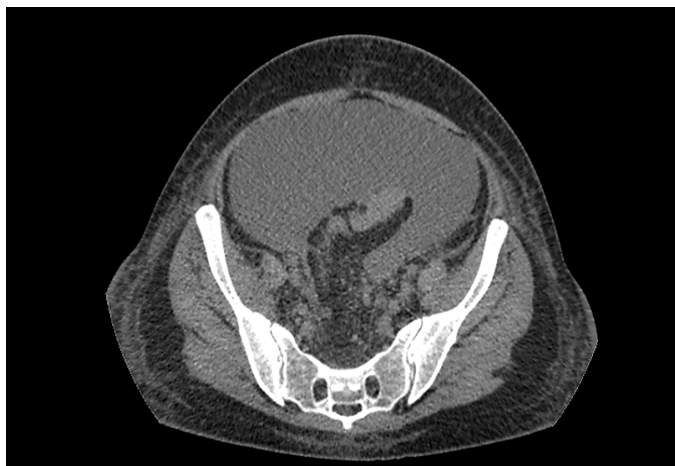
Imagem do mesmo paciente acima, TC sem contraste no plano axial com imagens da pelve demonstrando líquido livre na cavidade peritoneal (Caso do HUB).
